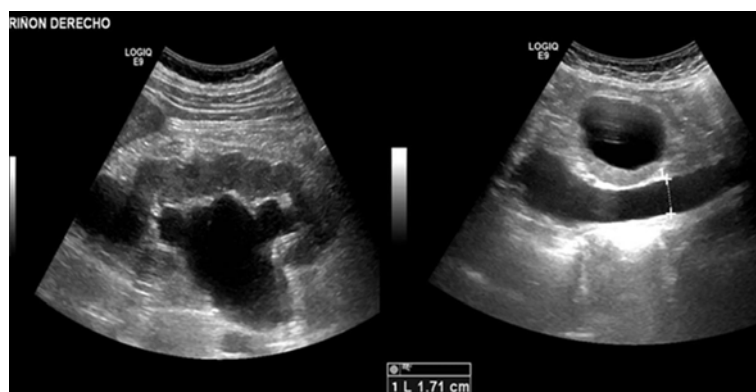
Ecografía abdómino-pélvica: se observa riñón derecho con ectasia pielocalicial grado III, y dilatación de dos tercios superiores del uréter hasta 17 mm; el uréter distal parece dirigirse a la región inguinal, uréter distal en la región yuxtavesical no dilatado. Quistes simples corticales.
